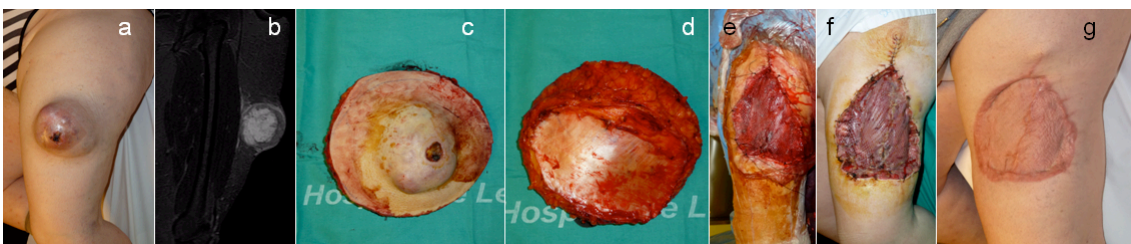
Leiomiosarcoma superficial del muslo estadio IIIB de AJCC: aspecto clínico (a); visión coronal de RM (b); detalle intraoperatorio de la resección, con márgenes amplios: cara superficial (c) y profunda, incluyendo la fascia (d); y aspecto de la cobertura de partes blandas con injerto de piel libre: inmediato (e), a los 4 días (f) y a los 6 meses de la intervención. Finalizada la radioterapia postoperatoria, actualmente la paciente está libre de enfermedad con 30 puntos en la escala funcional de la MSTs.
